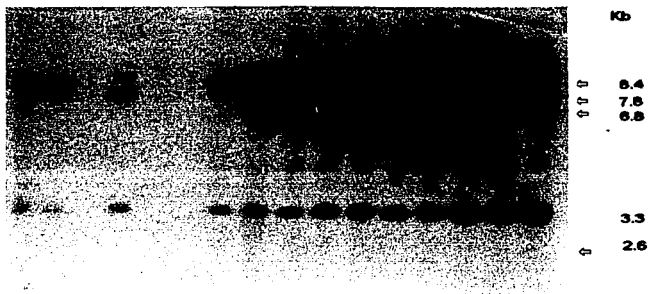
Autorradiografía de Southern mostrando el polimorfismo de los sitios Hinf III ligados a los genes $G\gamma$ y $A\gamma$.
